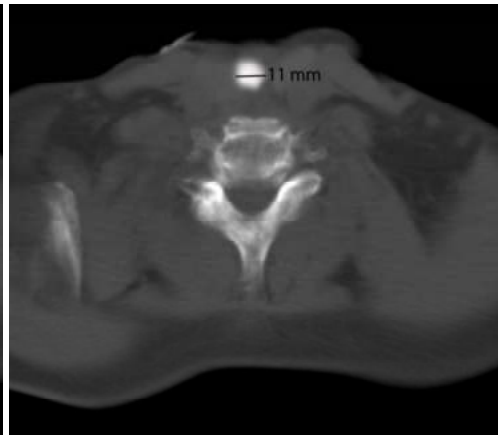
Горизонтальний скан КТ шиї на рівні нижньої межі ГВГ у пацієнта за 1 добу до операції.
